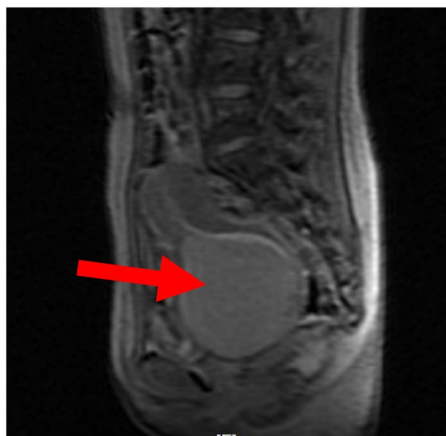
Pelvic sagittal position MRI, the arrow refers to the accumulation of blood in the lower segment of the vagina
